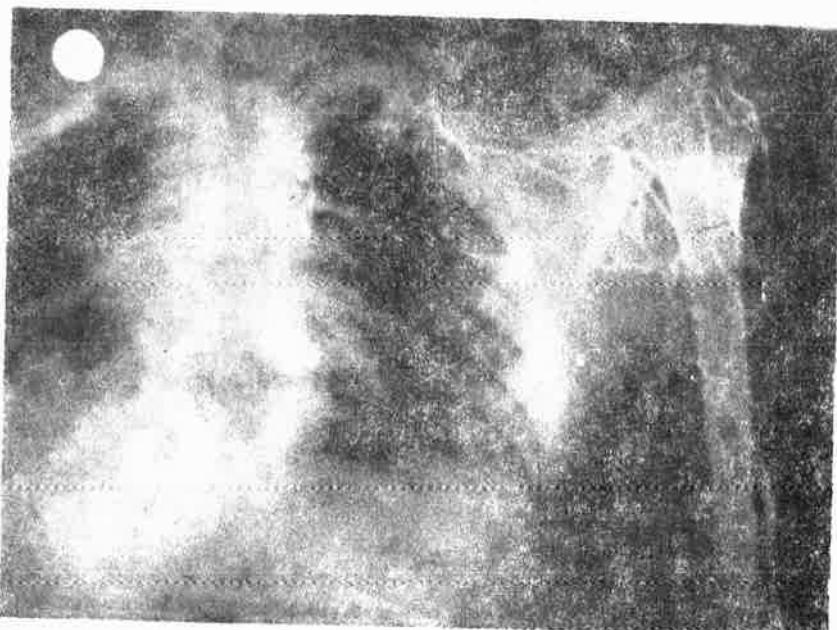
1 — B. Ö., 23 yaş, Yozgat. Prot.: 800/12257. Sekreter, halter yapışmaları sonucu sol kolda v. aksillaris trombozu gelişmiştir. Hastanın giristeki flebografisi görülmektedir.
